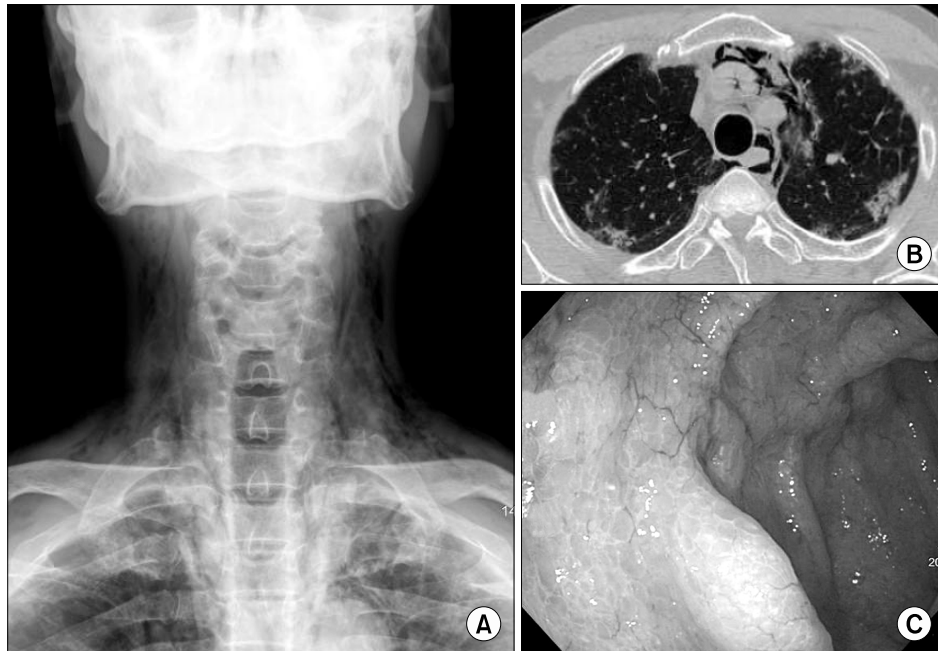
(A) Neck AP shows mediastinal and subcutaneous emphysema. (B) HRCT shows the mediastinal emphysema with multiple patchy densities on both upper lobes. (C) Colonoscopy shows multiple submucosal cystic lesions (air bubble) of distal colon.
